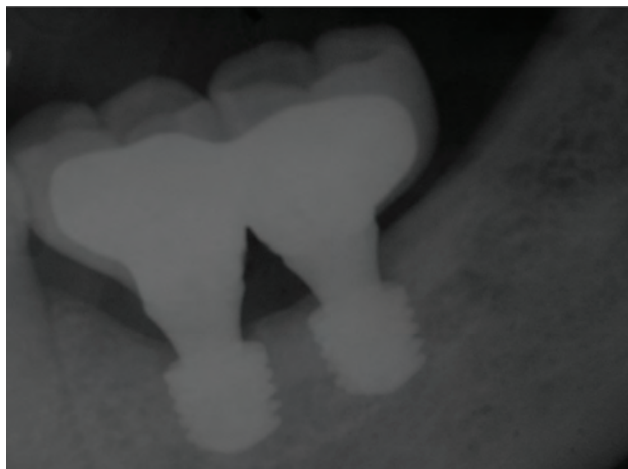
Radiografia periapical após a instalação das coroas finais, demonstrando a manutenção da crista óssea bem como a adaptação das coroas sobre os minipilares.
